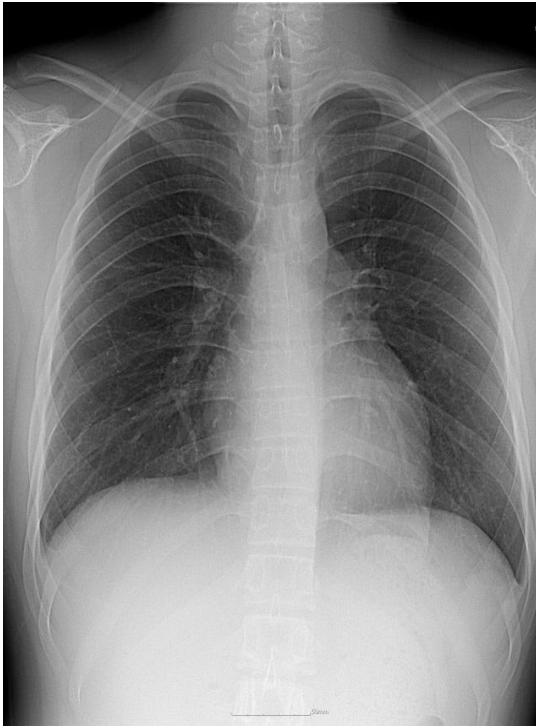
Follow-up chest radiograph, at 2 years later after the surgical excision, showed that the round shaped mass in the right lower lobe had completely disappeared. No relapse occurred.
